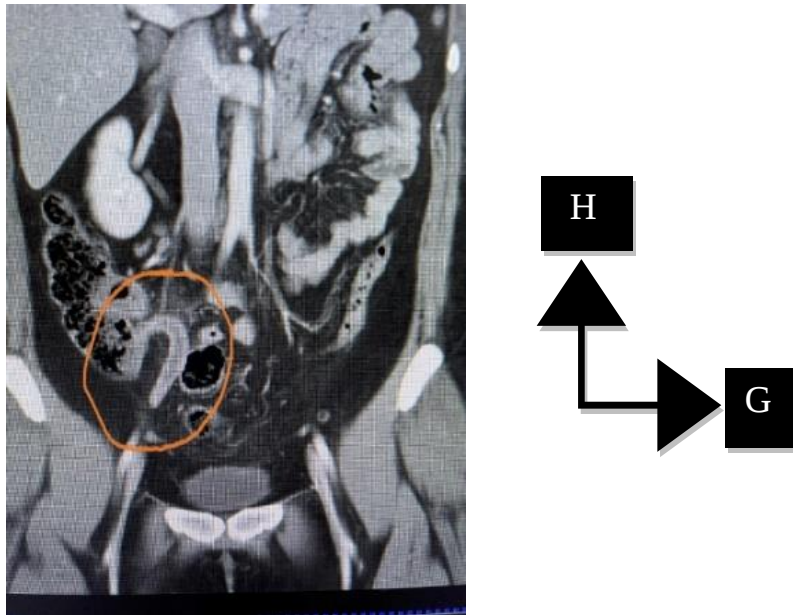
Aspect TDM d'une appendicite aigue. [43]
